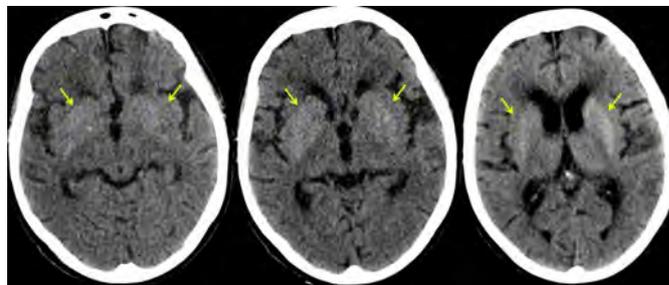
Brain computed tomography image showing hyperdense signal on the putamen and globus pallidus bilaterally. São José do Rio Preto/SP, 2015
